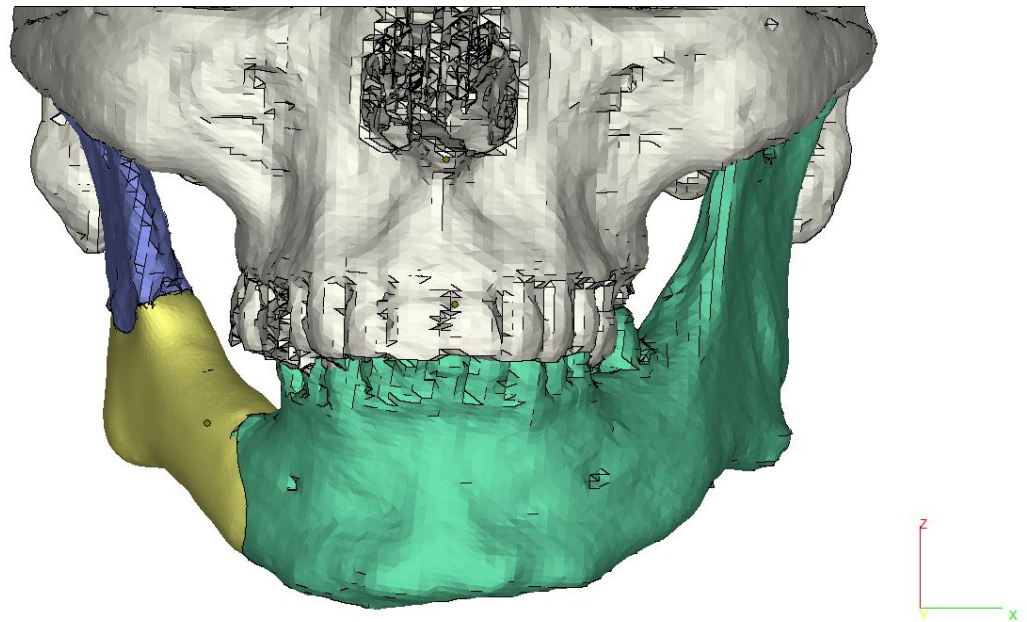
Реконструкция изображения челюсти пациента для топографо-анатомического исследования по данным МСКТ исследования с выделением зон остеотомии и сформированным трансплантатом в зоне дефекта нижней челюсти.
